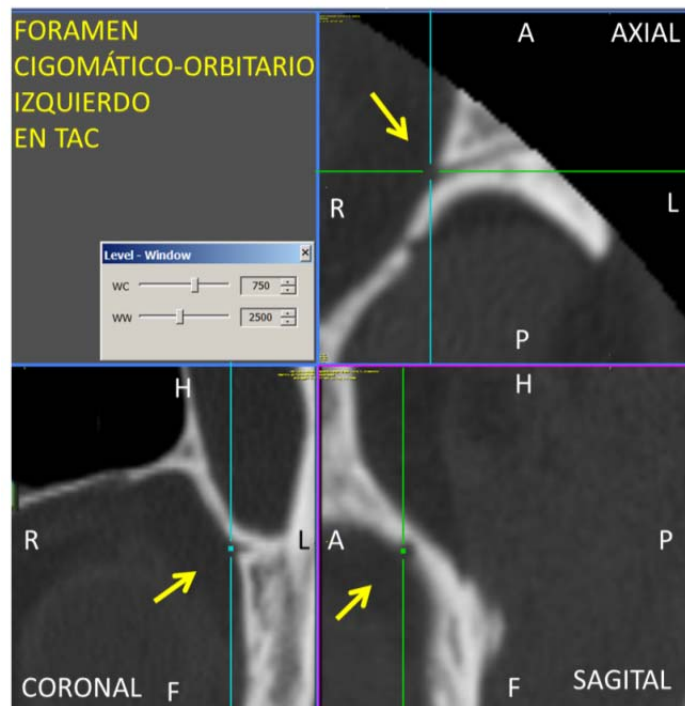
Foramen cigomático-orbitario en TC (sujeto 41)
